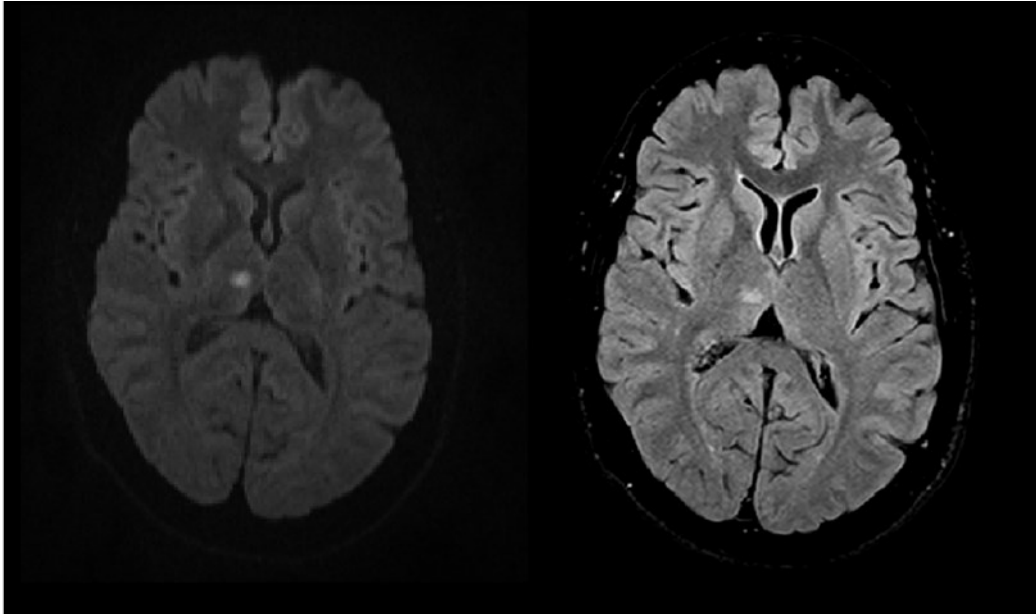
Darstellung eines rezenten kleinen subkortikalen Infarkts im Bereich des rechten Thalamus in diffusionsgewichteter Sequenz (links) und FLAIR (rechts)
